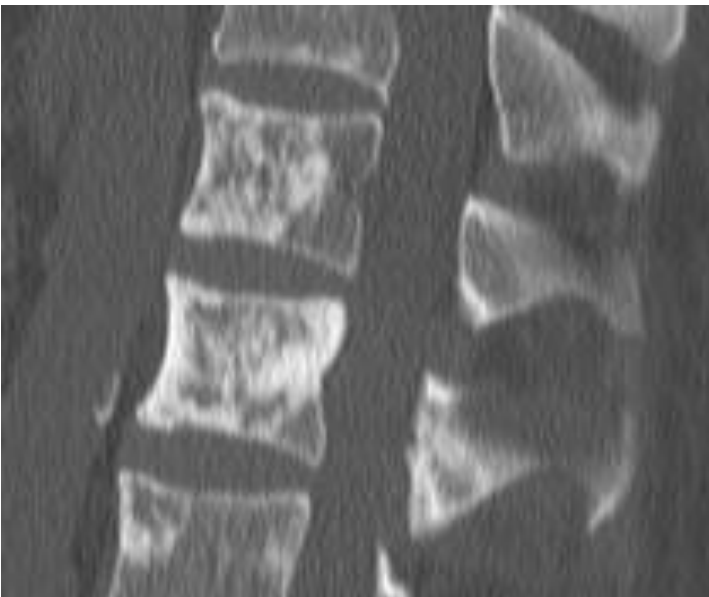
(CT-nativ): Diffuse osteolytische Metastasierung der Wirbelsäule bei einem CUP-Syndrom
